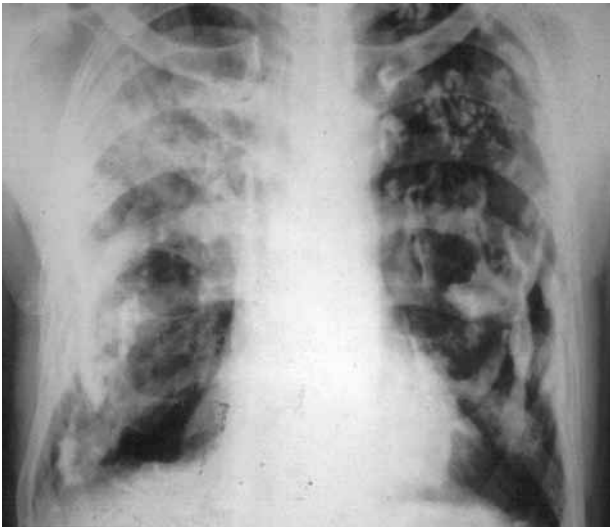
Chest roentgenogram of a healthy elderly Metsovite with extensive pleural calcifications.
